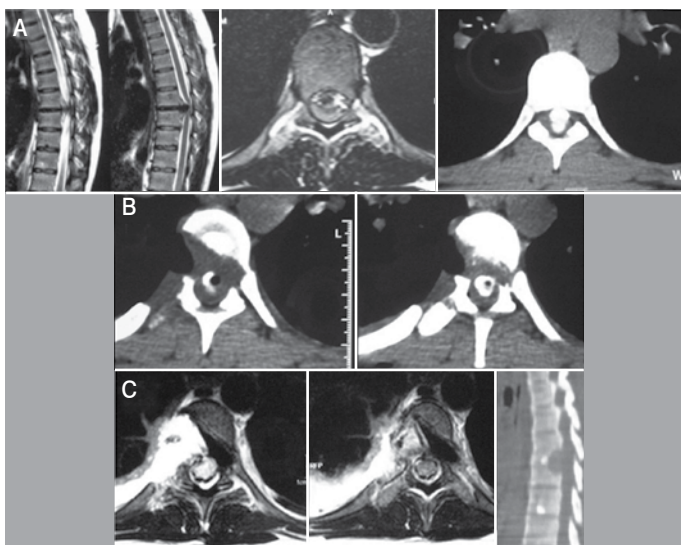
Exames de imagem pré e pós-operatórios (A) RM sagital/axial em T2 e TC evidenciam hérnia de disco torácica central calcificada com compressão medular; (B) TC pós-operatória evidenciando remoção parcial da herniação; (C) RM e TC após a segunda cirurgia evidenciando ressecção completa da hérnia discal (Paciente 3 da Tabela 1).
